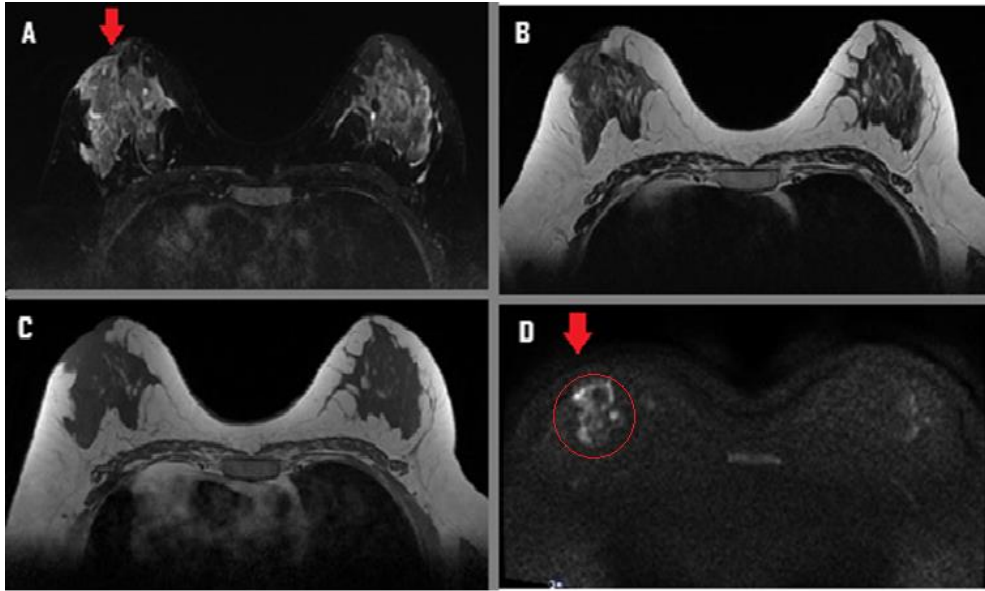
Imágenes de resonancia magnética de mama, (A) secuencia axial T2 FSE STIR, (B) axial T2 FSE, (C) axial T1 FSE, (D) axial DWI STIR en esta secuencia se observa restricción de la difusión (área de hiperintensidad) por la presencia de un tumor. Carcinoma ductal infiltrante Luminal B, BI-RAD 6.
